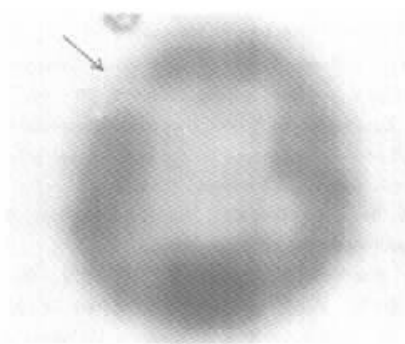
间歇期 SPECT 扫描, 右额局限性稀疏区
